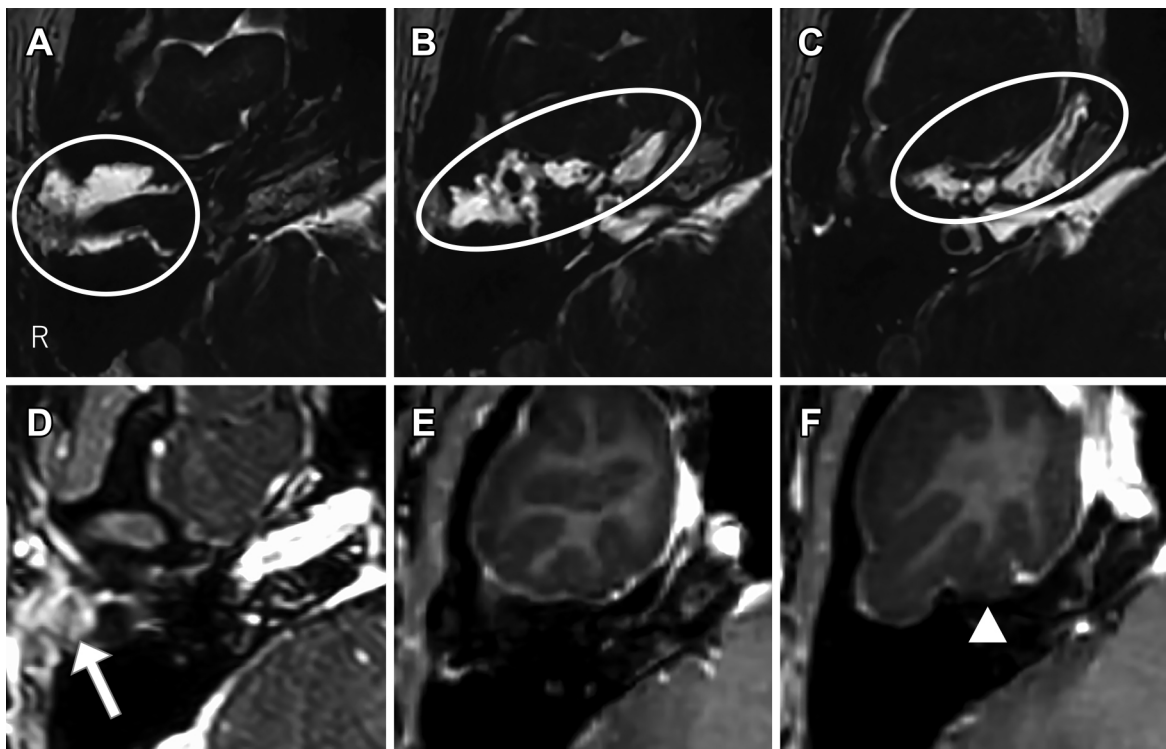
MRI on the second admission.
